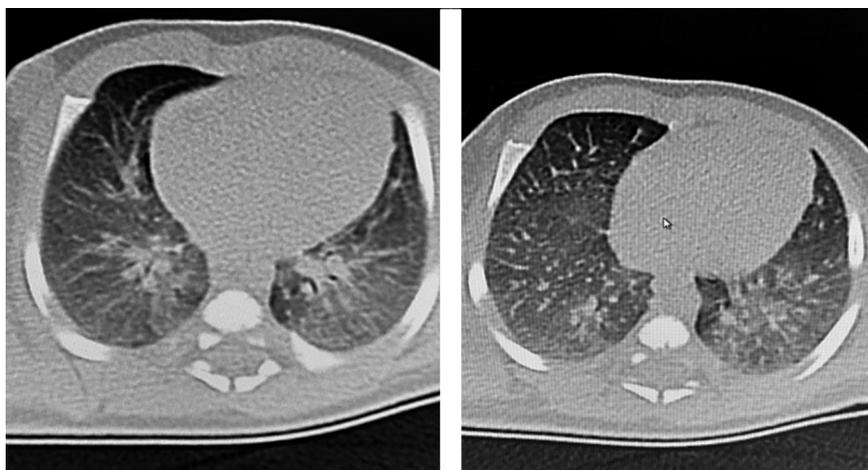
КТ грудной клетки пациента И.
